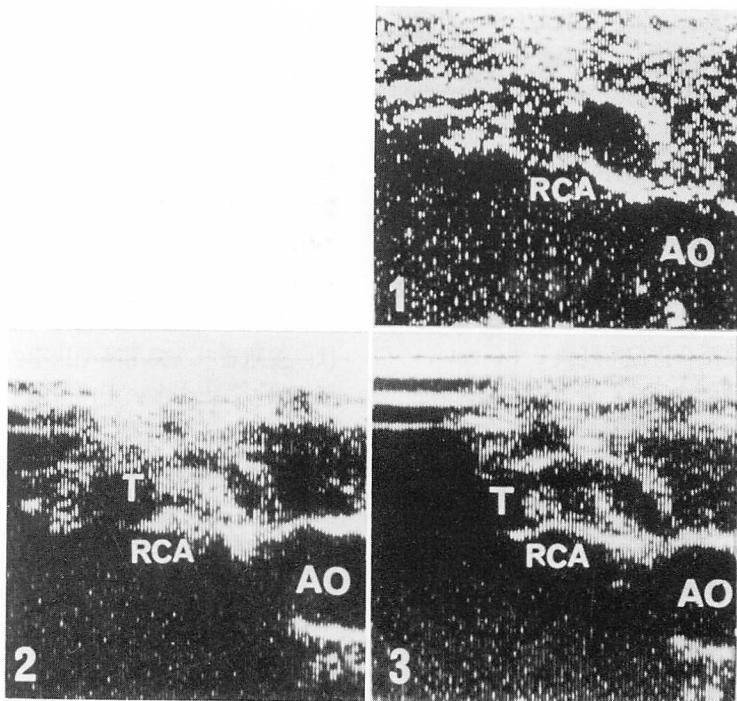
Echocardiograms demonstrating the effect of intracoronary thrombolytic therapy.
